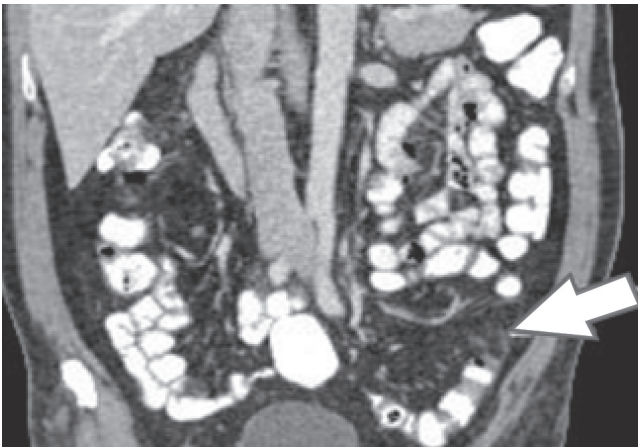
Toma coronal de TAC de apéndice epiploico (flecha).
